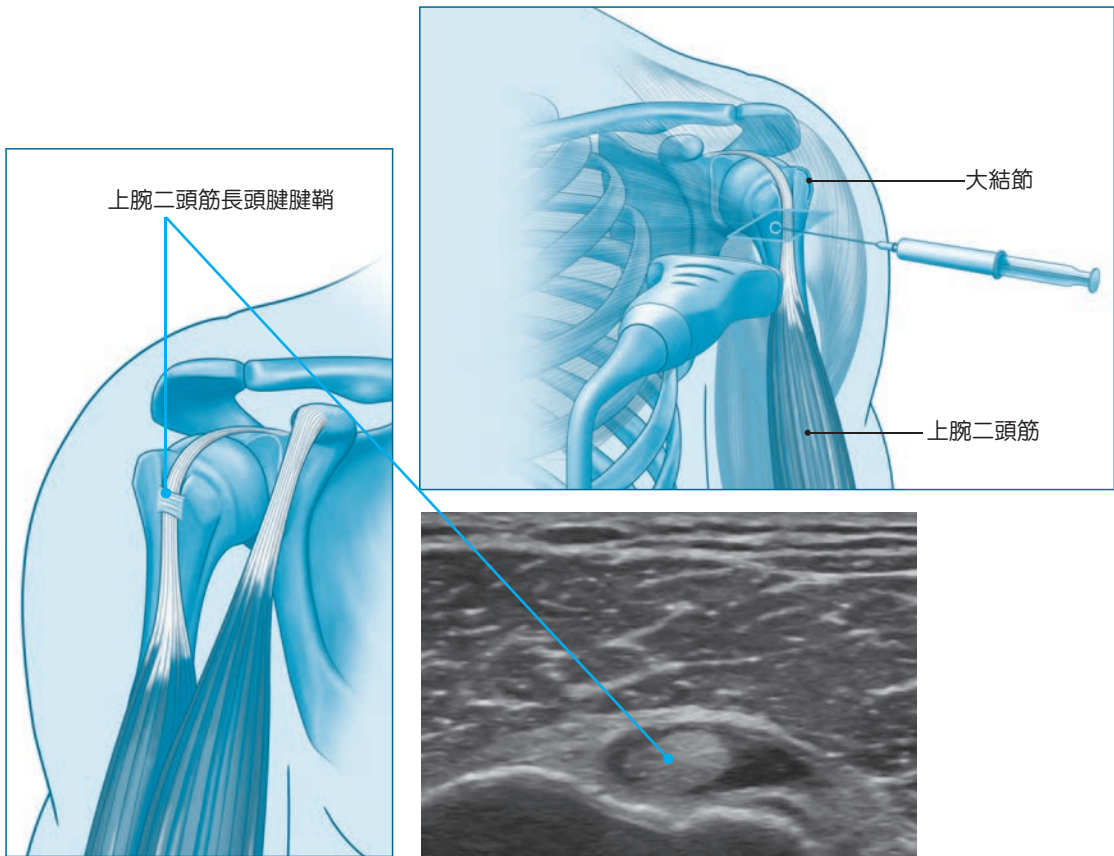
上腕二頭筋長頭腱鞘内注射（エコーガイド下）
